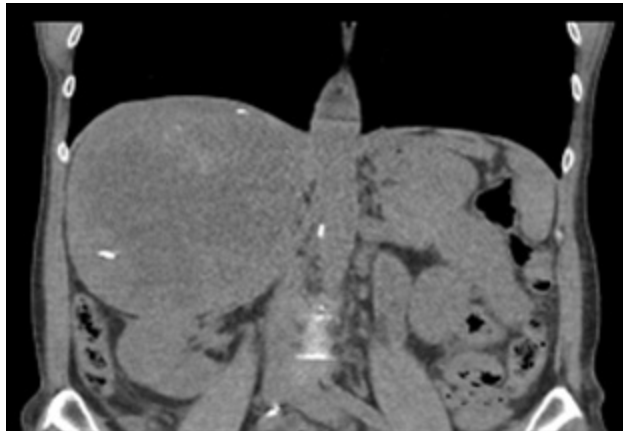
TAC que muestra linfoma suprarrenal derecho.
